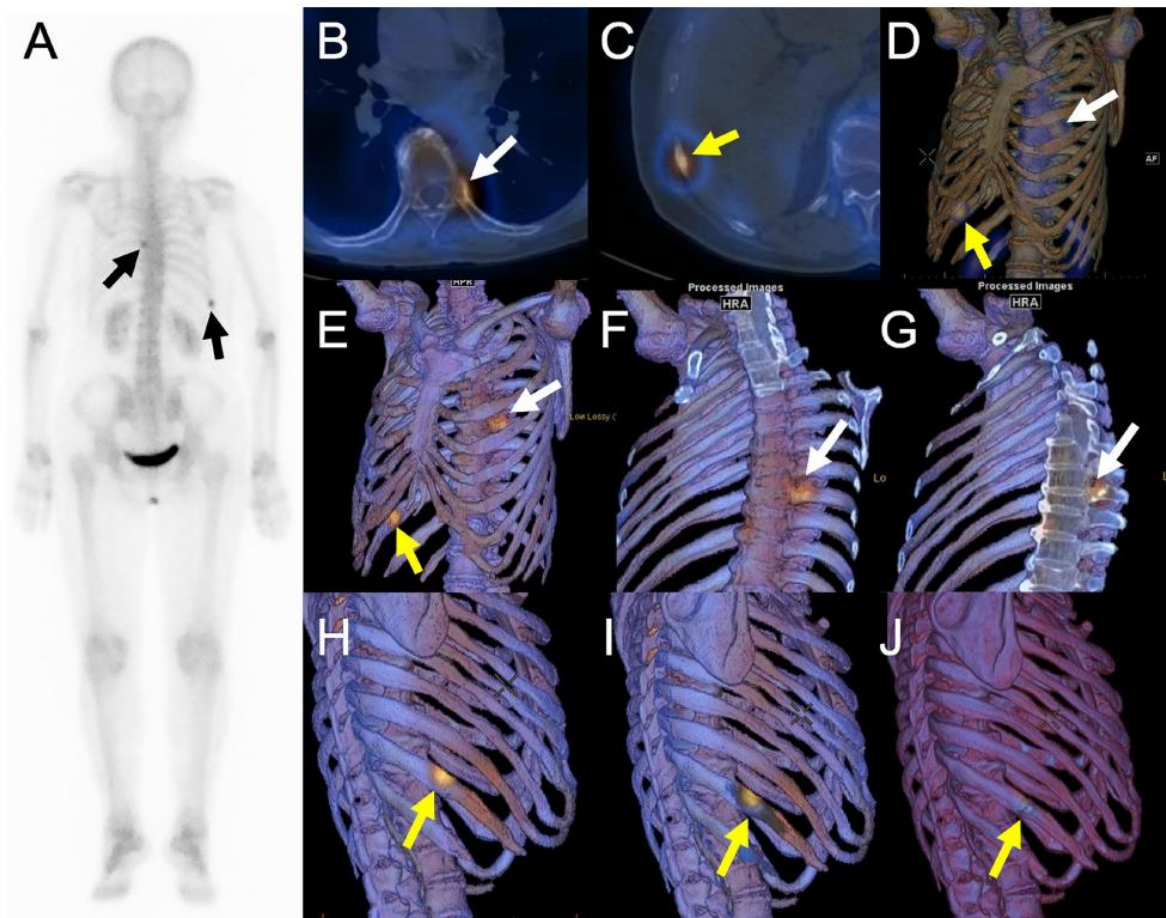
Scintigrafie întregului corp (A), fuziune 2D SPECT/CT (B și C), Fuziunea 3D SPECT/CT folosind imagini SPECT redată în volum (D) sau proiecția datelor imaginilor SPECT osoase pe CT 3D cu
